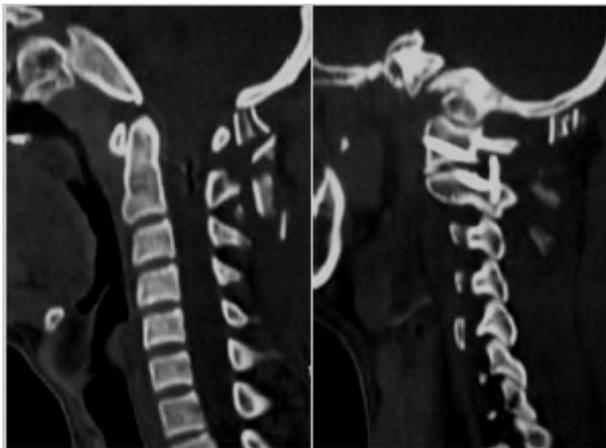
TDM postopératoire après fixation C1C2 (A. Goel -2019).
